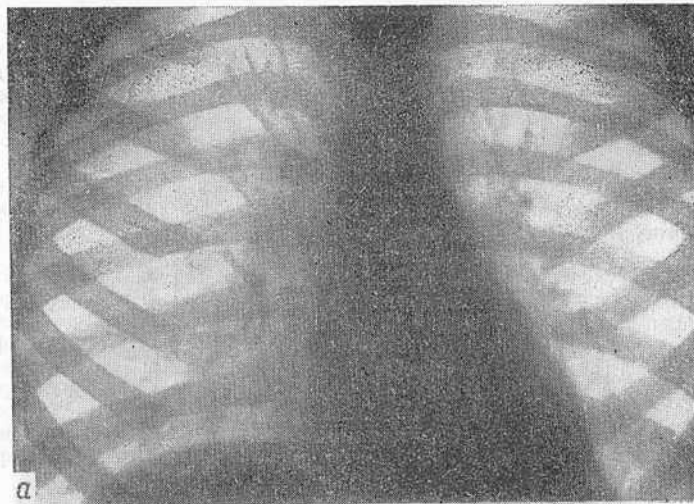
Рентгенограмма грудной клетки ребенка 3 лет 9 месяцев в передней проекции (а), с поворотом влево (б).
